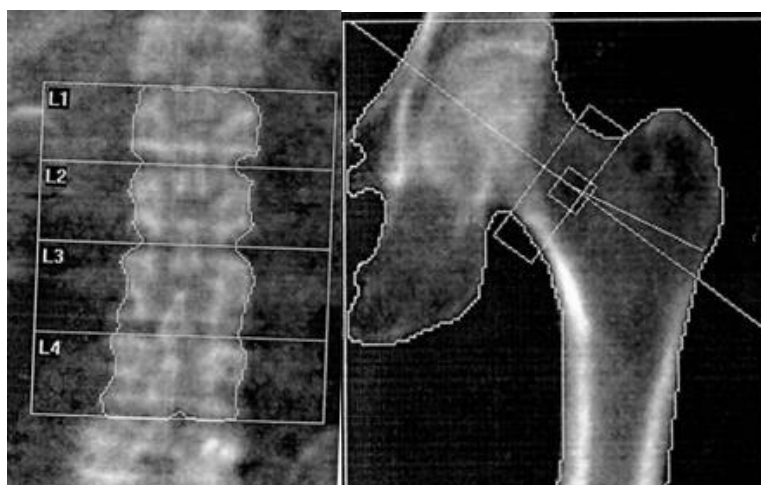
Поясничный отдел позвоночника и проксимальный отдел бедренной кости при рентгеновской абсорбциометрии.
